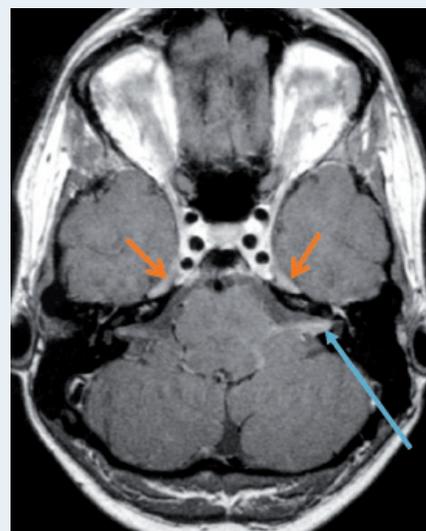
IRM cérébrale en séquence T1 avec injection de gadolinium chez une patiente présentant une méningoradiculite crânienne. Notez la prise de contraste des nerfs trijumeaux (flèches oranges) et des nerfs faciaux et cochléovestibulaires (flèche bleue). Cliniquement, il n'existait qu'une paralysie faciale.
